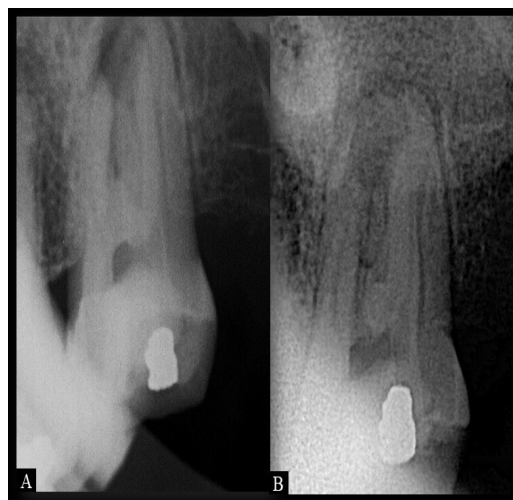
Radiografia inicial do dente 27
